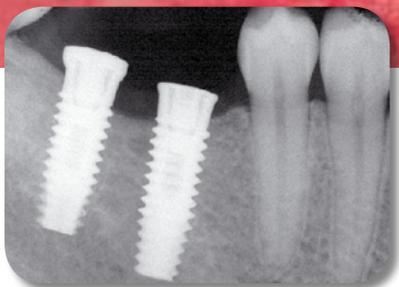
Radiographies 46, 47
